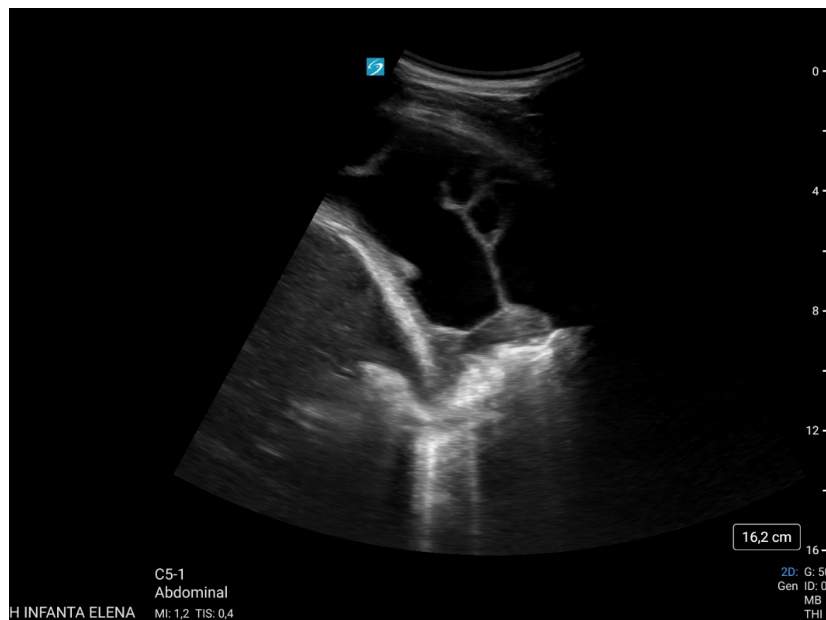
Ecografía con sonda cóvex con tractos fibrosos en su interior, más marcados
